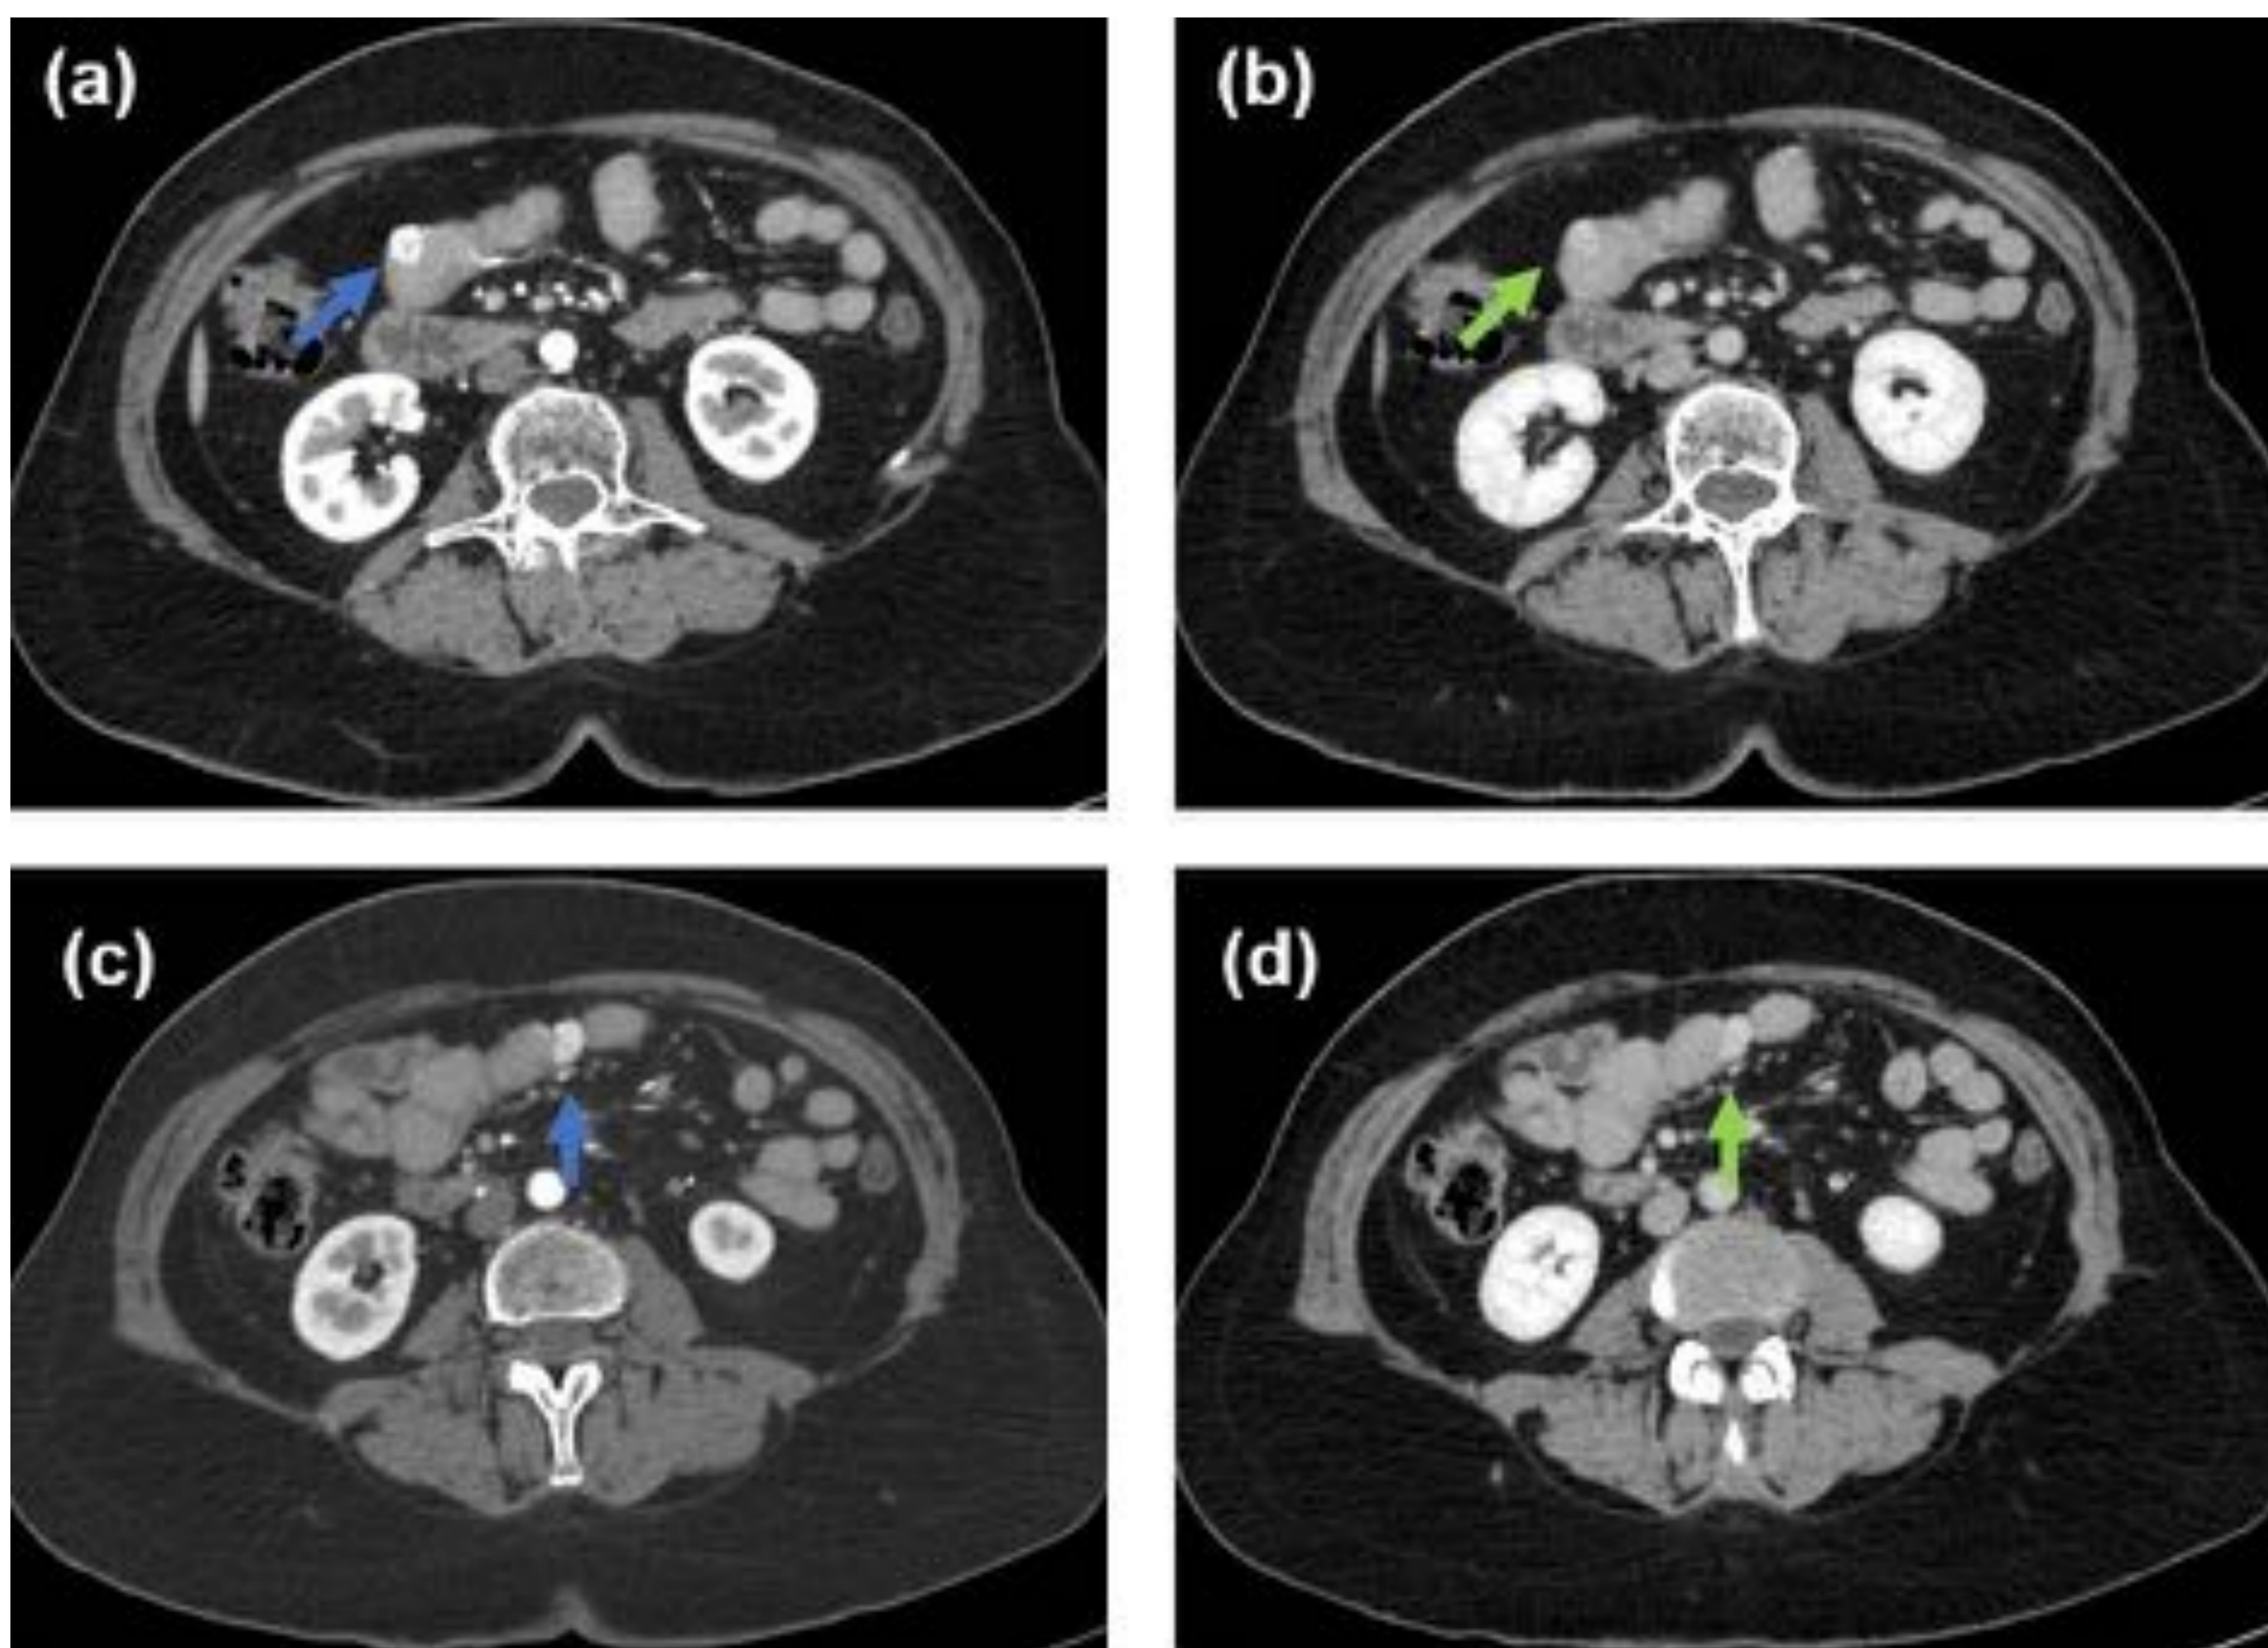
Carcinoide yeyuno-ileal multifocal en TC axial con contraste intravenoso en fase arterial (a, c) y fase venosa (b, d), con ventana de partes blandas. Se aprecian dos nódulos excrecentes parietales en dos asas de intestino delgado, de pequeño tamaño y bordes polilobulados que, tras la administración de contraste presentan intensa captación de contraste en fase arterial (flechas azules) y cierto lavado en fase tardía (flechas verdes).
